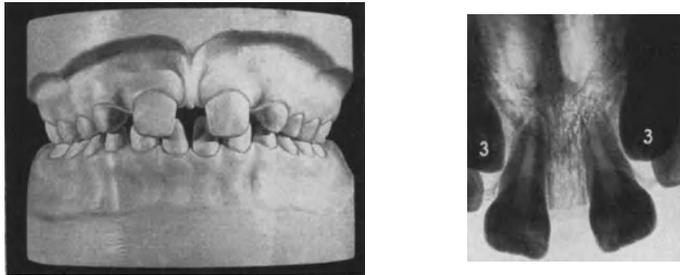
Nichtanlage der oberen seitlichen Schneidezähne. Gebißmodell und Röntgenbild. Die Keime der  $\underline{3}13$  sind stark mesial eingestellt.
